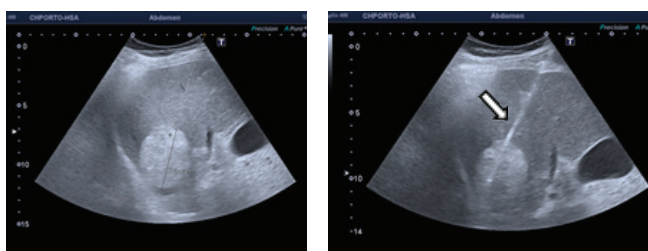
biópsia “tru-cut” guiada por ecografia de lesão focal hepática - Ecografia abdominal para planejar o melhor trajeto e definir o comprimento da agulha, à esquerda; Ecografia abdominal durante a biópsia, identificando-se a agulha na lesão alvo (seta), à direita (Imagens do PACS do Centro Hospitalar Universitário de Santo António do Porto “CHUDSA”).
